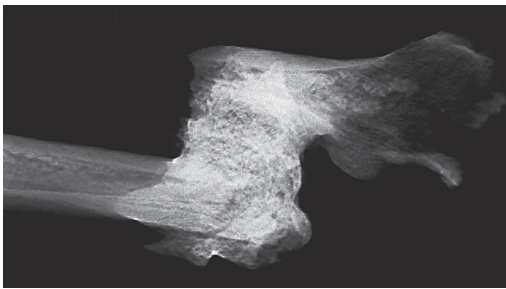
(links): Jechtingen (Grab 42, matur, weiblich): Röntgendarstellung (ap) der Femurfraktur. Keine osteologischen Hinweise auf ein chronisch entzündliches Geschehen (Osteomyelitis).
